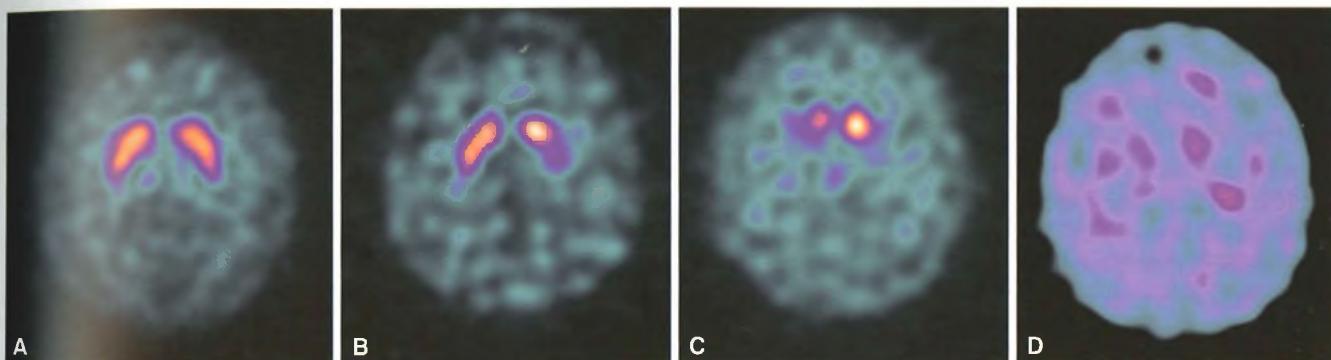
Tomoscintigrafia cerebrale con DatScan (Ioflupano- ^{123}I):
